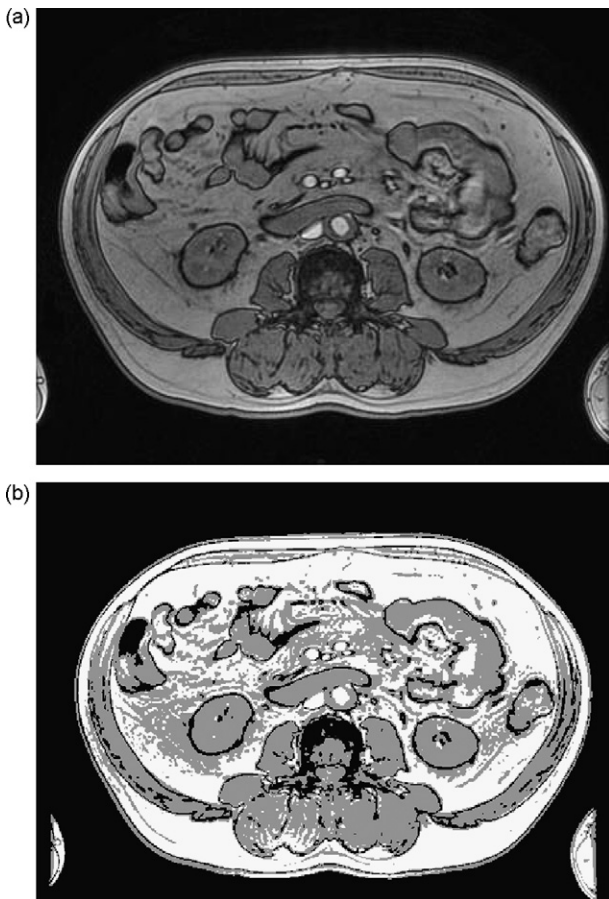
MR image (a) and its classification (b): in black, the background, in white, fat and in middle grey, the rest.
